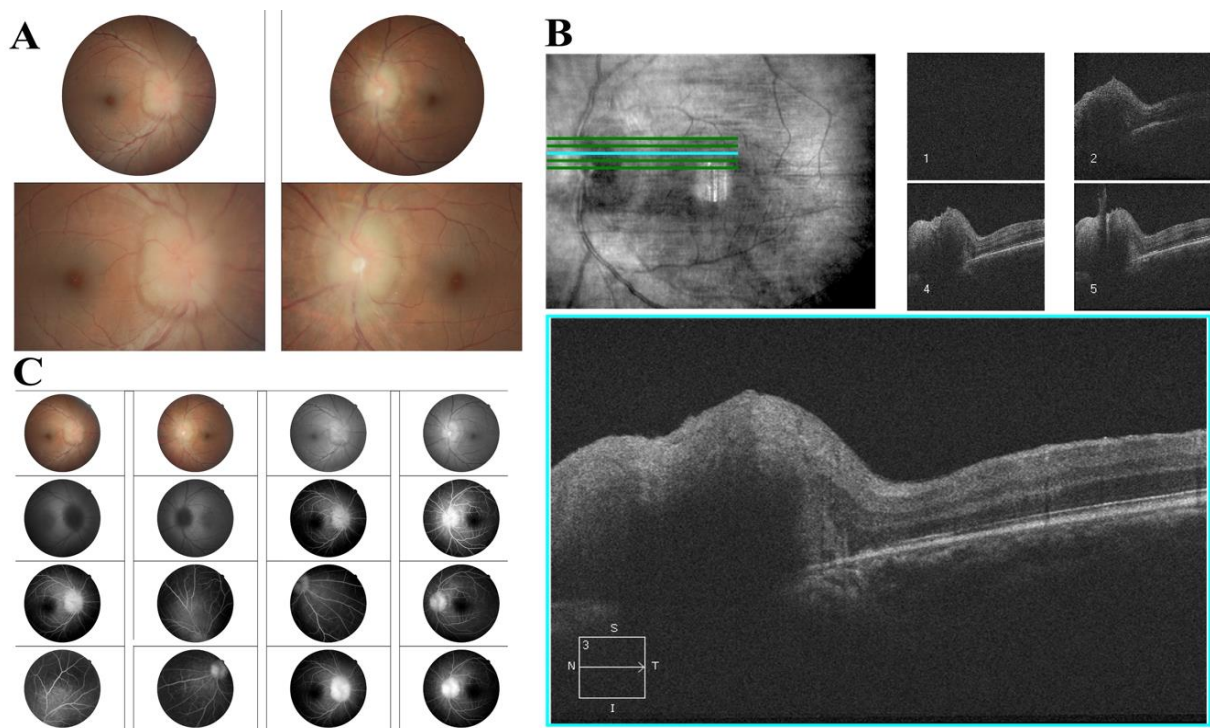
Papiledema em paciente com HTLV-1 em retinografia (A), tomografia de coerência óptica (B) e angiografia (C). (Paciente 2).
